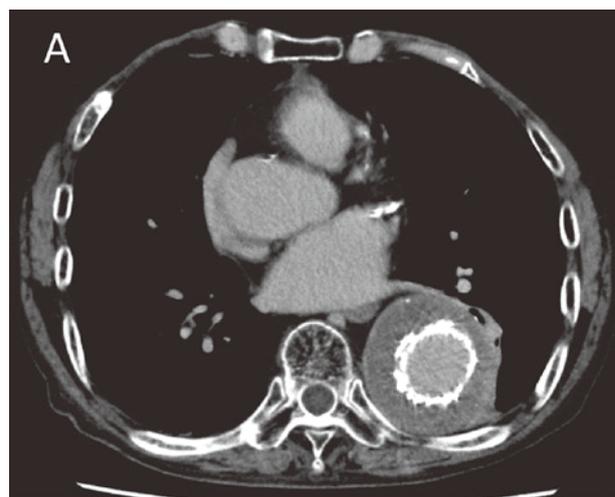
Enhanced contrast CT images showed thoracic aortic aneurysm with maximum minor axis of 70 mm after thoracic endovascular aortic repair (A). Tumor could not be located (B).
